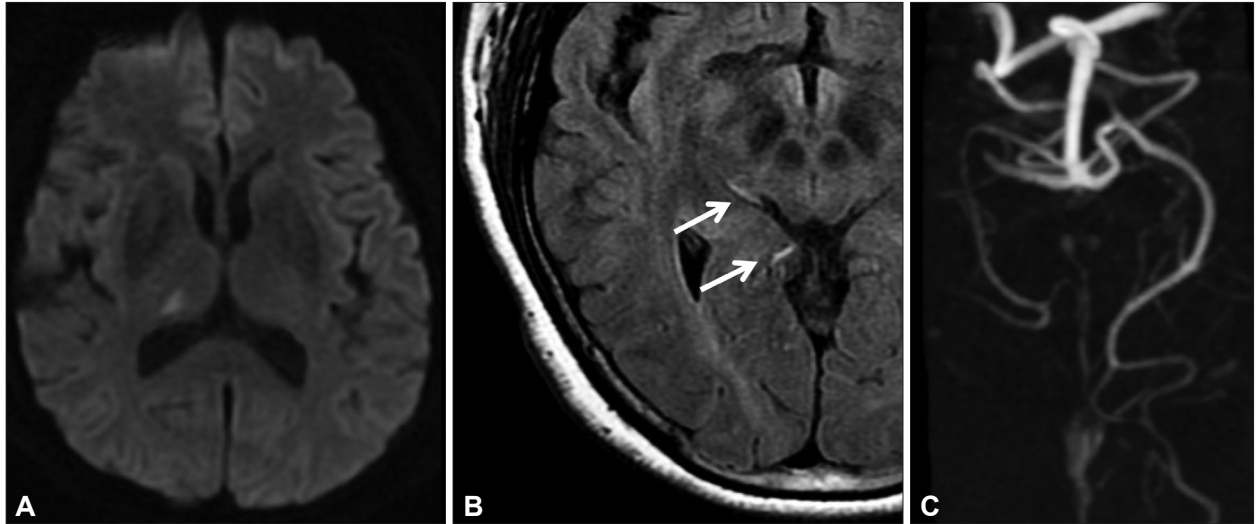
Brain MRI and MRA of the patient. A: Diffusion weighted MRI shows high signal intensity lesion in the right thalamus. B: FLAIR MRI shows hyperintense vessel (arrow) along the course of posterior cerebral artery. C: MRA shows right proximal posterior cerebral artery occlusion. FLAIR: fluid-attenuated inversion recovery, MRA: magnetic resonance angiography.
